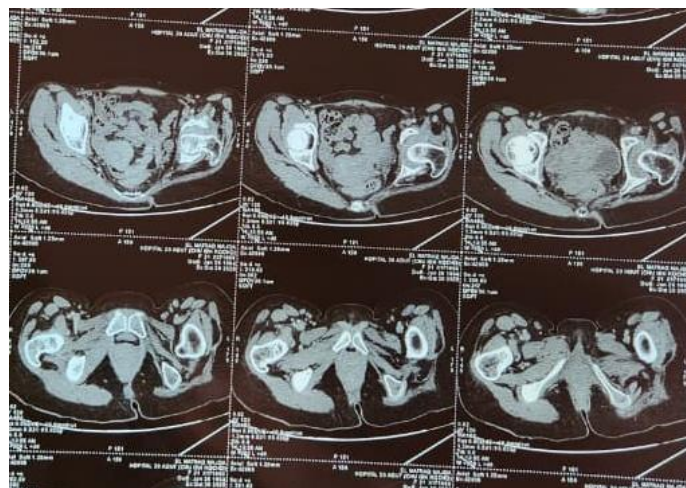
TDM du bassin objectivant une collection au niveau de l'articulation coxo-fémorale gauche avec lyse de la cotyle homolatérale .
